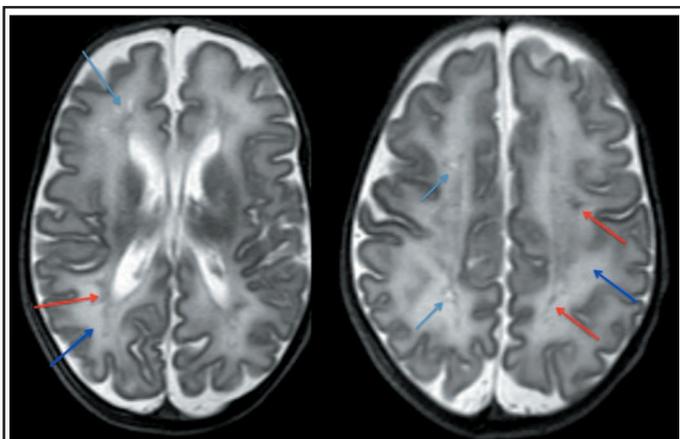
Leucomalacie périventriculaire (LPV). Prématuré né à 33 semaines AG. IRM cérébrale réalisée à 38 semaines d'âge postmenstruel mettant en évidence des lésions de LPV focale kystique (flèches bleues claires) et non kystique (flèches rouges) et des lésions de LPV diffuse (flèches bleues foncées) sur une imagerie T2 WI (données personnelles).
